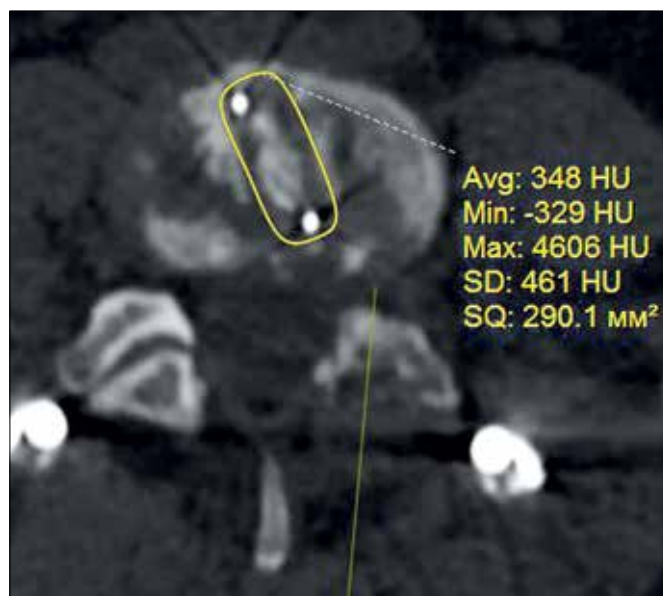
Кейдж, используемый при TLIF. Послеоперационное КТ-изображение в аксиальной плоскости
